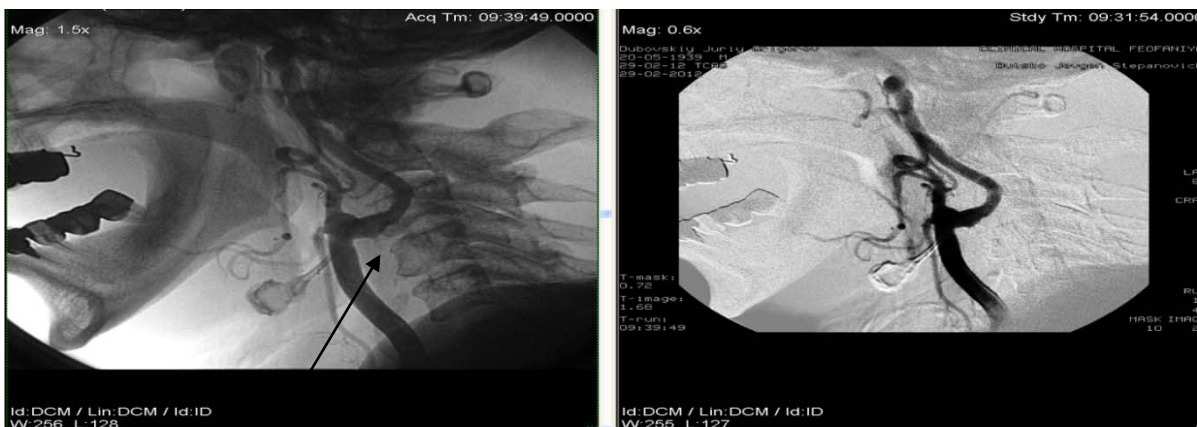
Рентгенконтрастна артеріографія (РАГ) хворого Д. С-подібний «кінкінг» лівої внутрішньої сонної артерії
